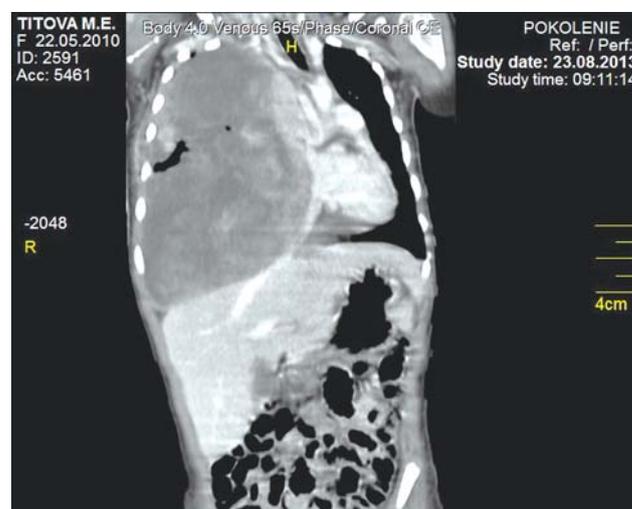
Спиральная компьютерная томография грудной клетки: опухоль занимает всю правую половину грудной клетки, оттесняя средостение влево, печень книзу, легочная ткань не прослеживается
